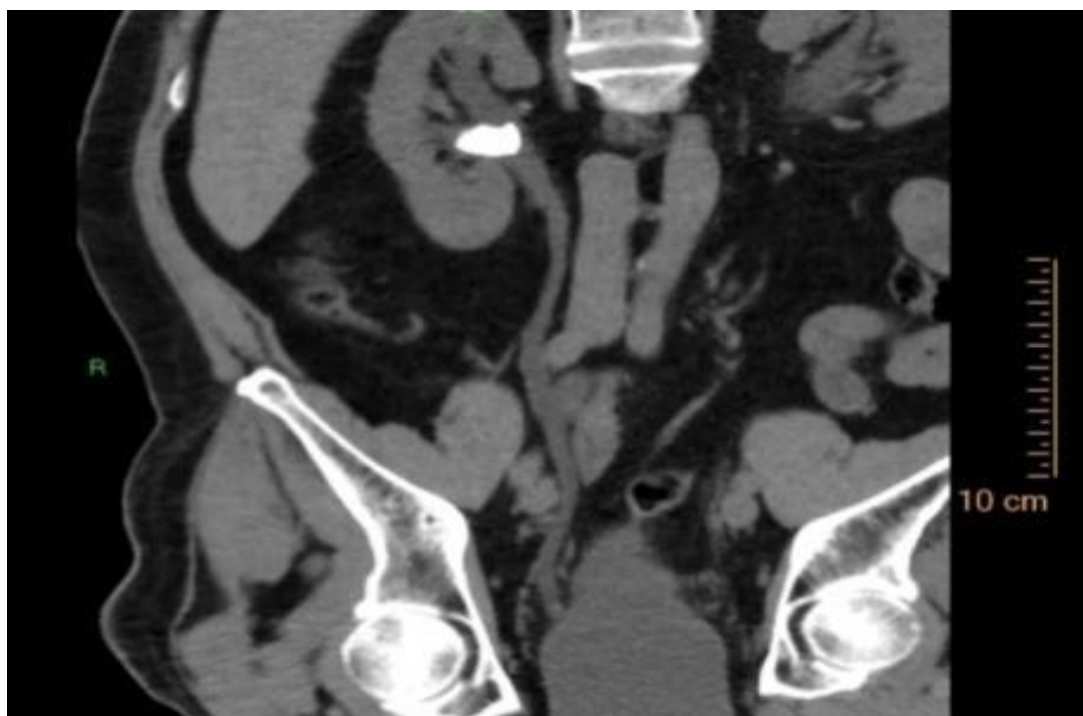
Мультиспіральна комп'ютерна томографія. Камінь миски правої нирки
